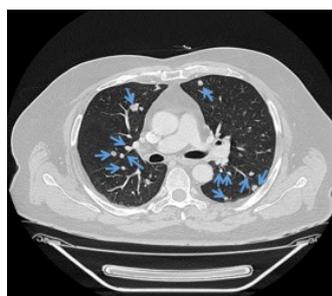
Tomografia computadorizada das metástases pulmonares do carcinoma adenoide cístico cutâneo primário
